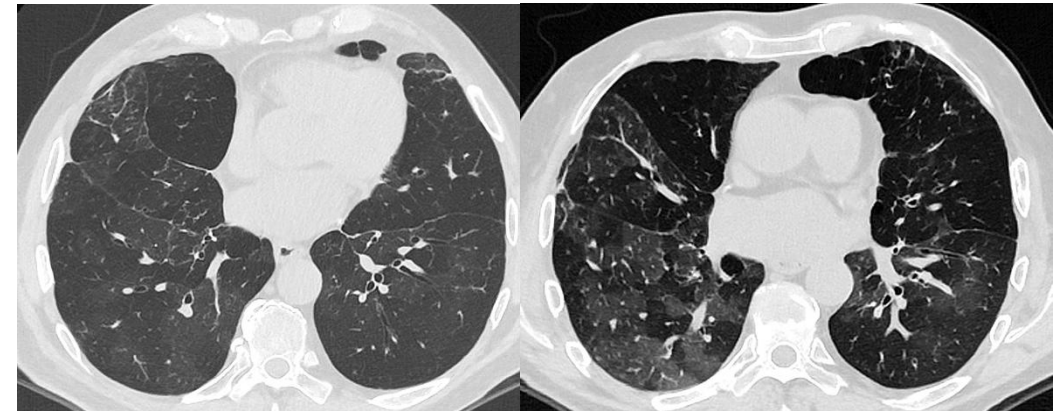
TC en inspiración (A) en paciente con trasplante pulmonar con múltiples áreas hipodensas estables en espiración (B), sugestivas de patología de vía pequeña en el contexto de rechazo crónico.
